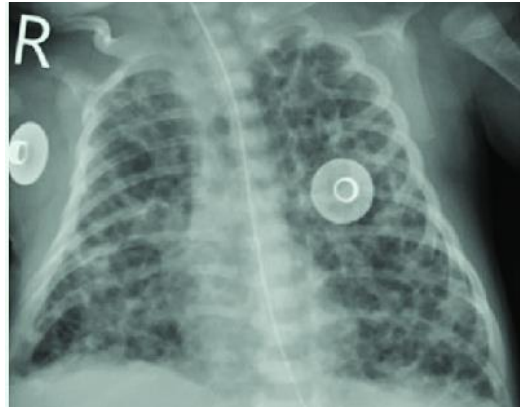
Radiografía de tórax de prematuro con DBP. (4)
